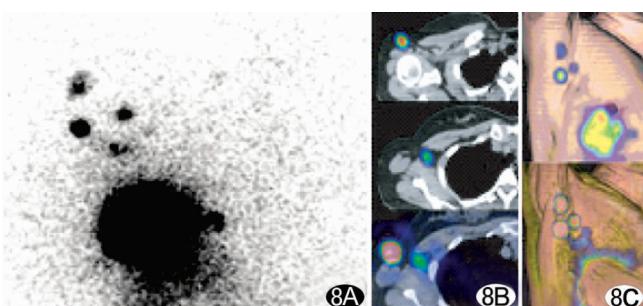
右外下象限乳腺癌伴腋下多发 LN 转移的影像学表现 A. 平面成像; B.C. 分别为 PET 与 CT 的 2D、3D 融合图像
